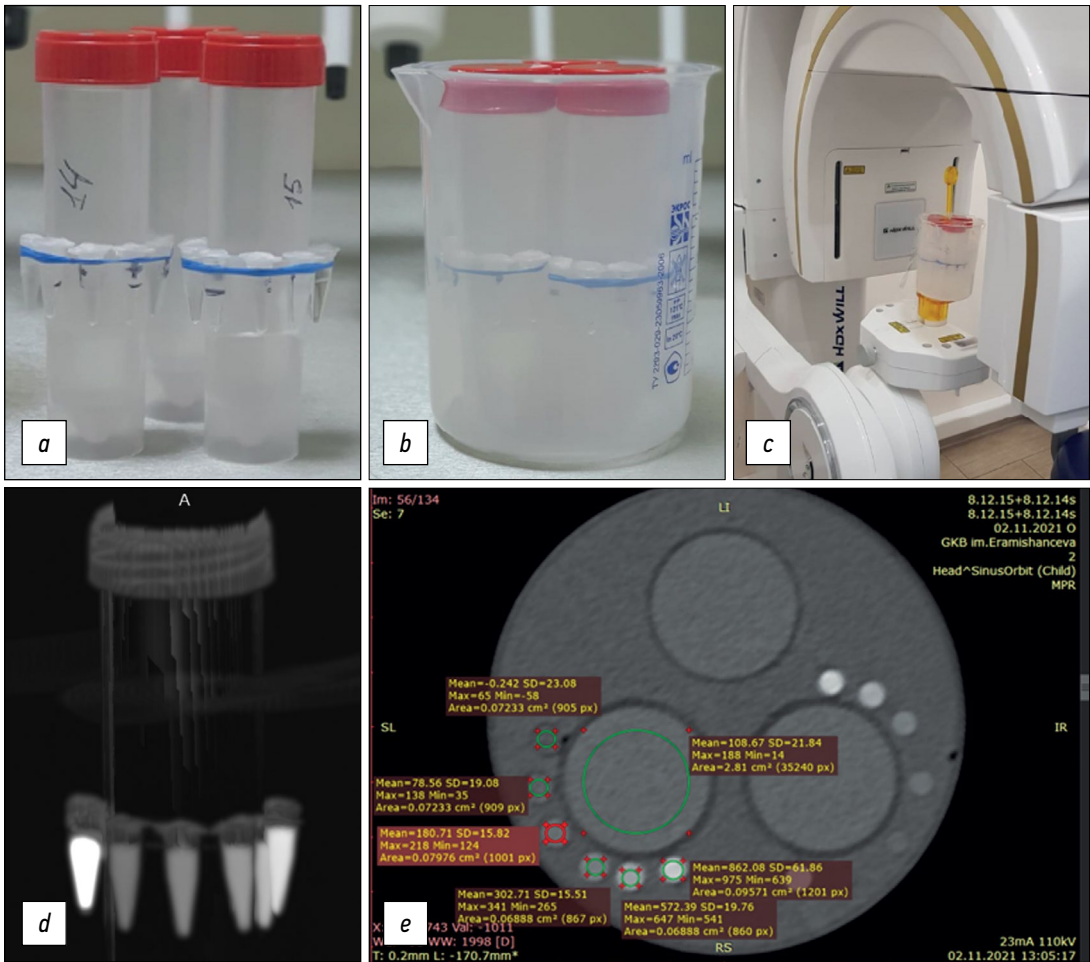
Общая демонстрация этапов исследования: а — исходные пробирки с рентгеноконтрастным веществом (рентгеноконтрастные шаблоны минеральной плотности) на воздухе; б — исходные пробирки с рентгеноконтрастным веществом в воде; с — пример фиксации и проведения исследования шаблонов на конусно-лучевом компьютерном томографе; д — MIP-реконструкция при исследовании методом мультиспиральной компьютерной томографии; е — пример просмотра и обработки в формате DICOM срезов исходных пробирок (программа Radiant) и характеристики на исследуемом мультиспиральном компьютерном томографе 3 (см. табл. 2 строку 7).
